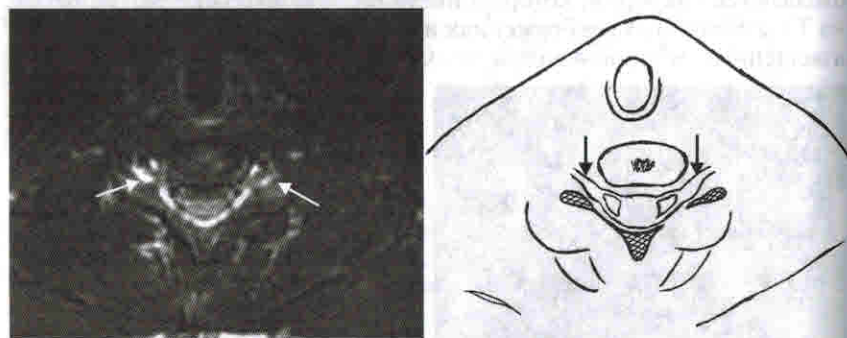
МР-томограмма в аксиальной проекции. Режим T2 — ВИ Fat Sat. Стрелками указаны спинномозговые нервы в области межпозвонкового отверстия, имеющие среднеинтенсивный сигнал
